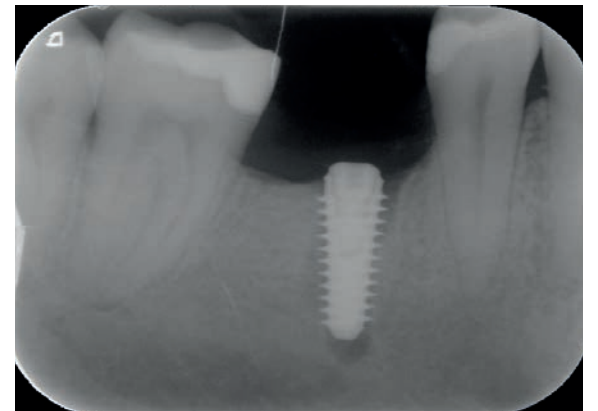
Controllo radiografico intraorale dopo posizionamento di impianto con la descritta tecnica combinata. È possibile evidenziare il difetto osseo periapicale residuo dopo l'estrazione.
